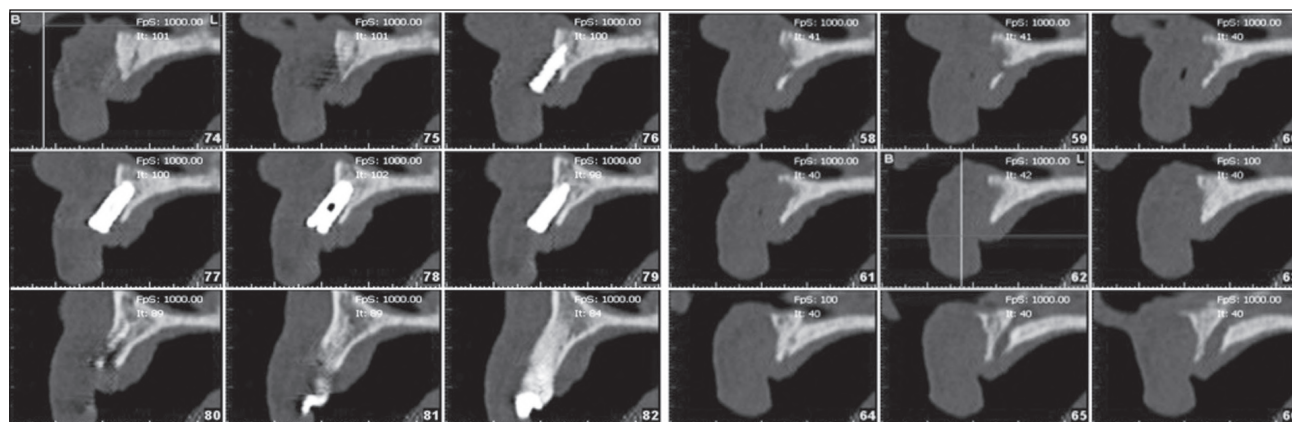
Tomografía computada y del maxilar superior. Se observan la gran reabsorción ósea y el implante en posición no favorable.
